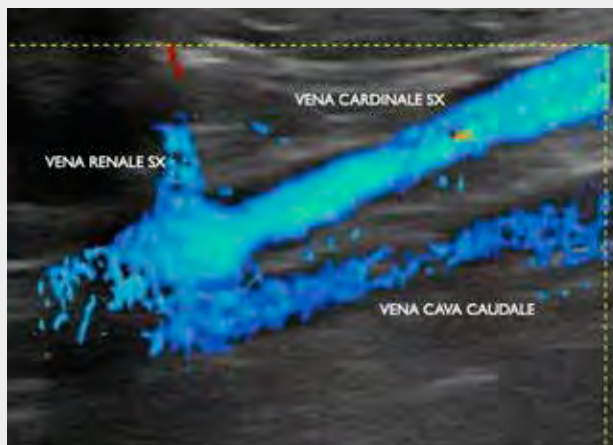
Scansione color-Doppler longitudinale sul piano dorsale, nella regione del fianco sinistro, in prossimità della vena renale sinistra: in questo punto si osserva solitamente il ricongiungimento tra la vena cardinale sinistra e la vena cava caudale che, da questo punto in poi, in direzione craniale, diventeranno un unico vaso
